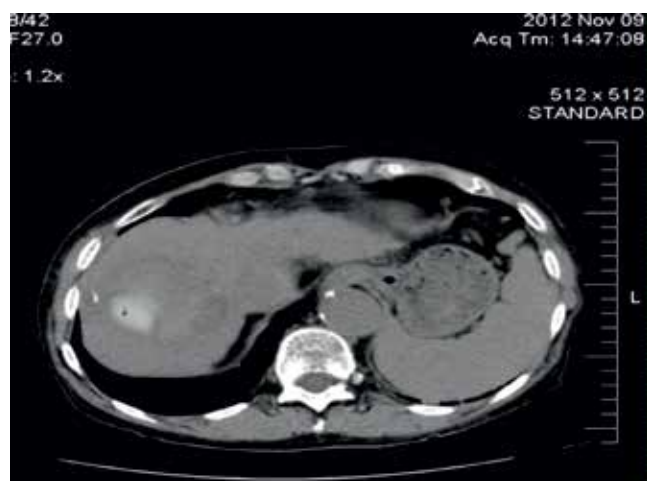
КТ ОБП пациентки Т., 74 лет
